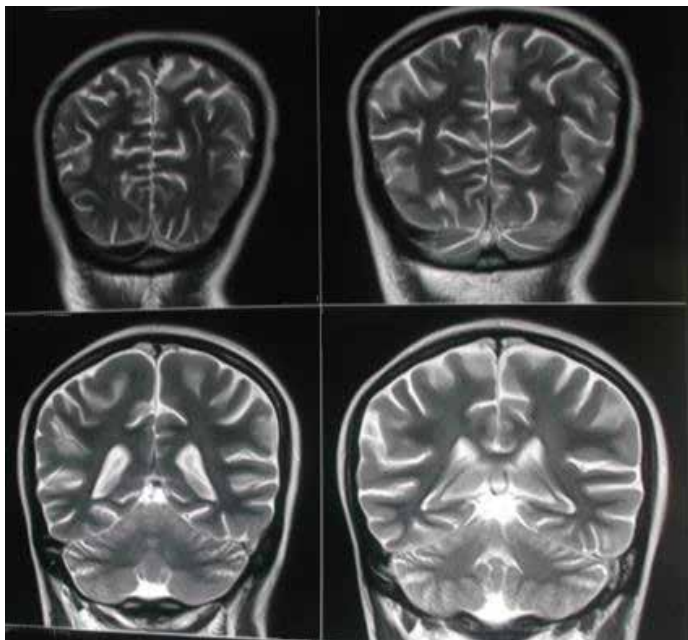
Caso clínico 1: Angio- RNM evidencia discreta alteración de la señal encefálica bilateral en T2 y FLAIR
